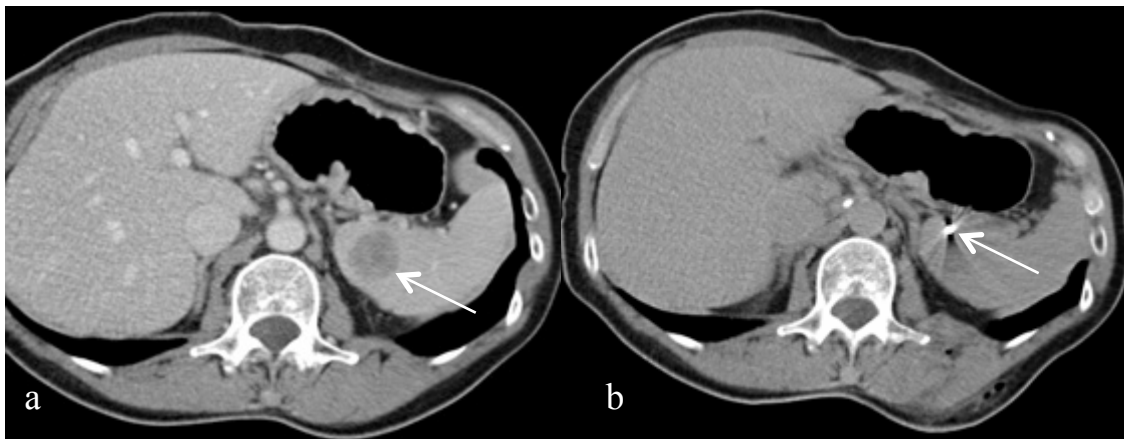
Axiales CT vor (a; portalvenöse Phase) und nach CT-Fluoroskopie gesteuerter Markerimplantation. Die Metastase war im kranialen Milzpol lokalisiert. Im Kontroll-CT (b; nativ) war der Marker im Randbereich des Tumors zu sehen.
